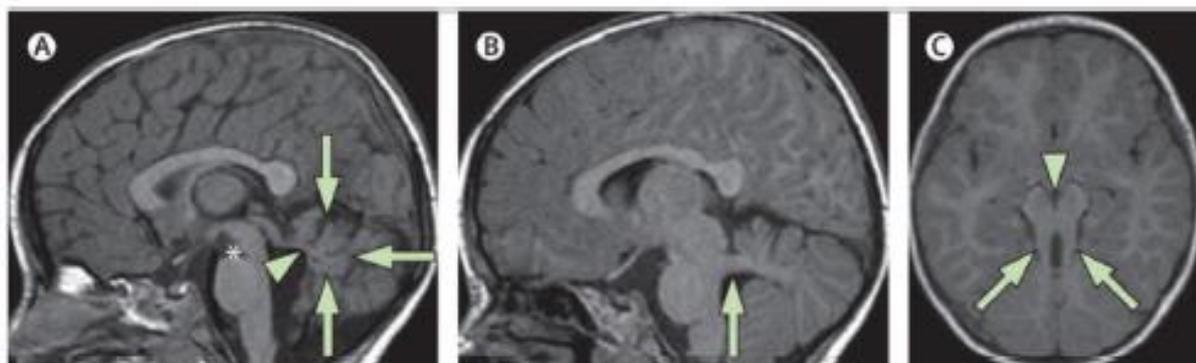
IRM cérébrale typique d'un patient présentant un syndrome de Joubert (4)
